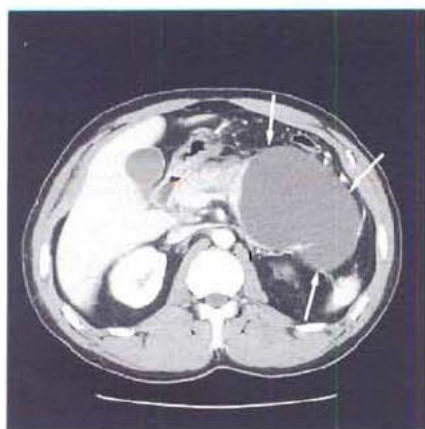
TDM pancréatique après injection de contraste : volumineux pseudo-kyste (flèches) à bords nets, secondaire à une pancréatite chronique.
